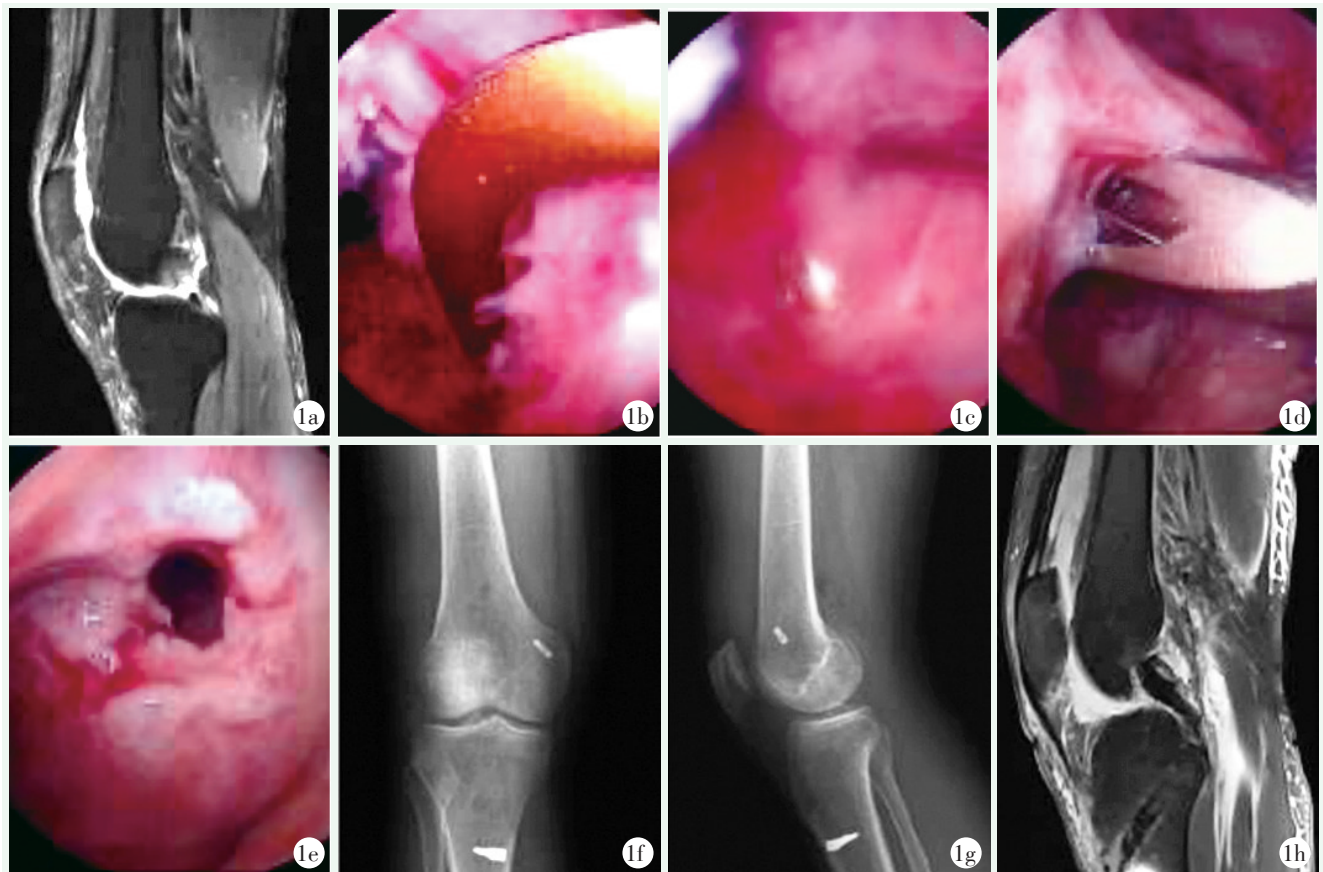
患者,男,37岁,因交通事故出现右膝关节疼痛伴活动受限,诊断为右侧PCL断裂,采用后三角定位技术PCL重建 1a:术前MRI,提示右侧PCL断裂 1b,1c:关节镜下胫骨止点定位 1d,1e:股骨骨道建立 1f,1g:术后1周随访右侧膝关节正侧位X线片 1h:术后6个月随访MRI,显示重建PCL形态良好
